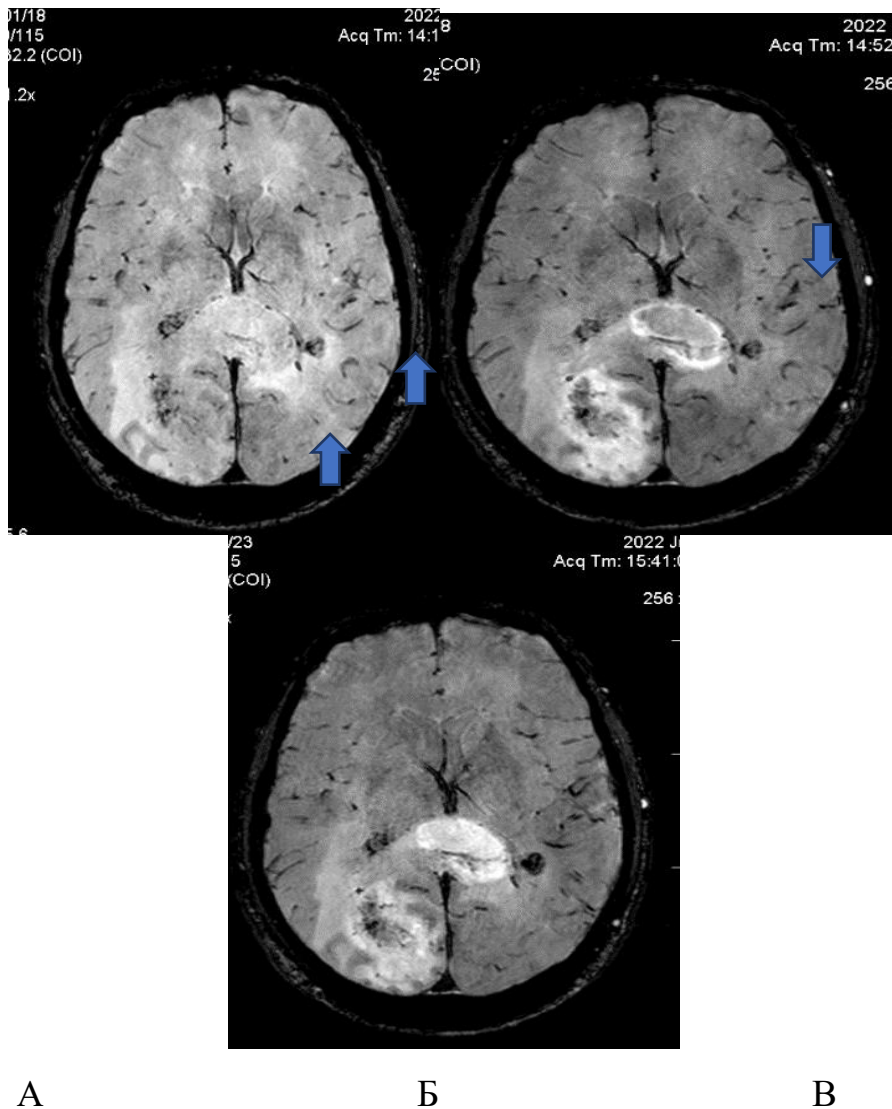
Вплив оксигенації O_2 у програмі BOLD на гіпоксичні зони росту гліобластоми. (А) МРТ у програмі BOLD до інфузії O_2 (тканина пухлини майже не відрізняється від мозкових структур). (Б) МРТ через 20 хвилин після інфузії O_2 демонструє значне посилення піку інтенсивності сигналу (ПІС) по периферії пухлинних вузлів у зоні активного пухлинного росту (синя стрілка). (В) МРТ через 40 хвилин після інфузії O_2 (після проведення сеансу радіохірургії) демонструє розширення зони оксигенації за рахунок повного насичення об'єму пухлини (ПНП) O_2 (синя стрілка).
